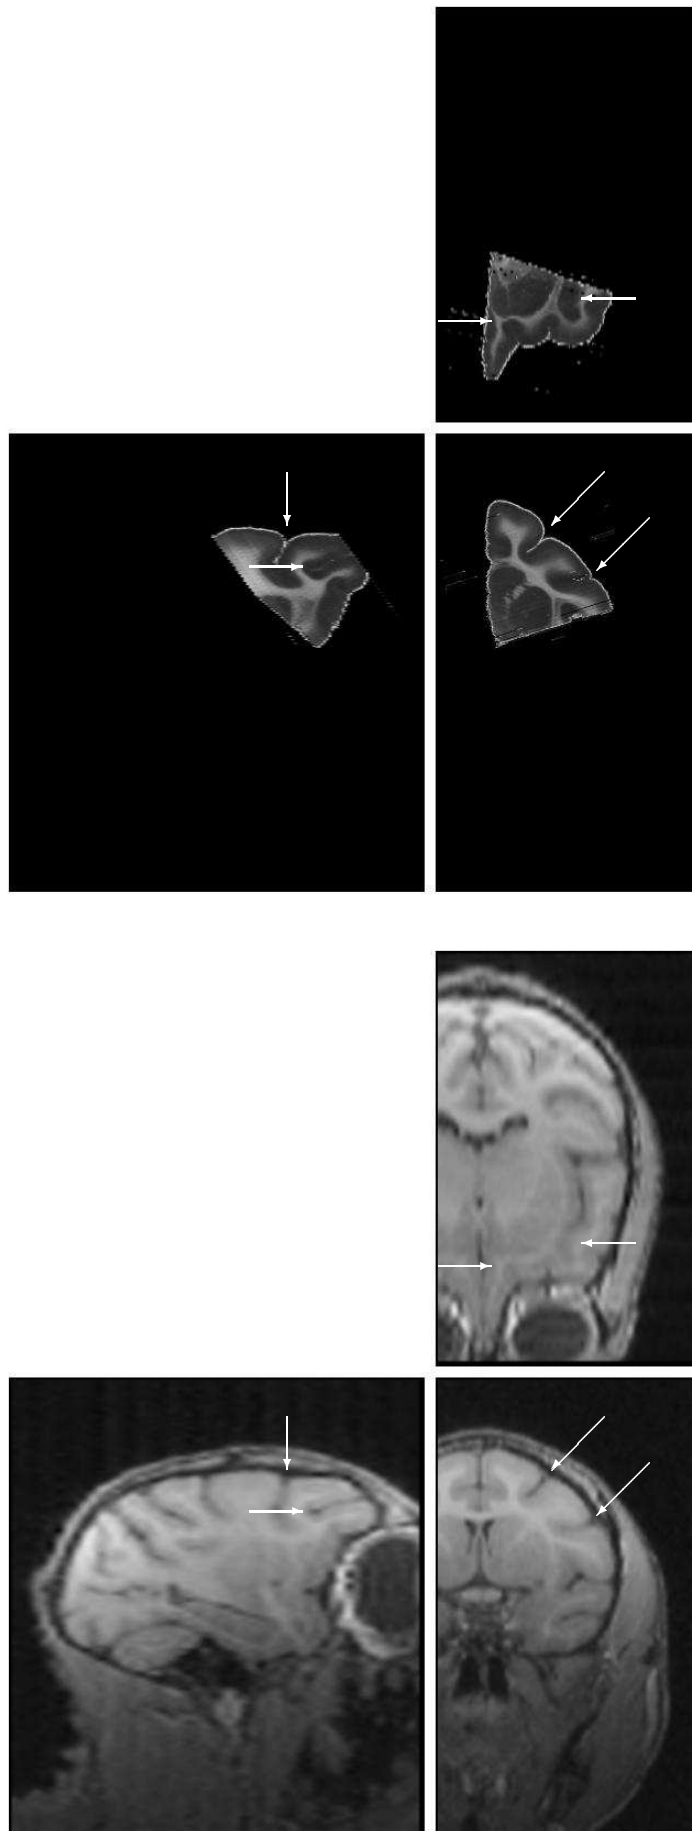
Fusion du bloc antérieur avec l'image IRM. Les flèches sur l'image IRM indiquent des points d'intérêt afin d'aider à l'inspection visuelle du résultat. Celles-ci correspondent au même point géométrique.
